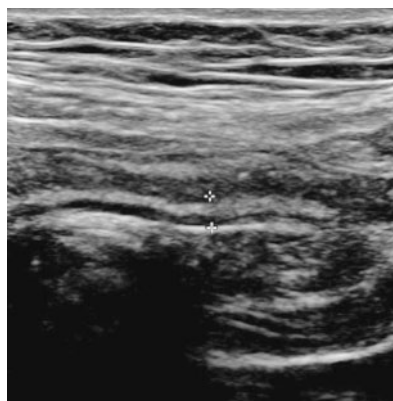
Sonografischer Follow-up-Befund von 10/2015.
